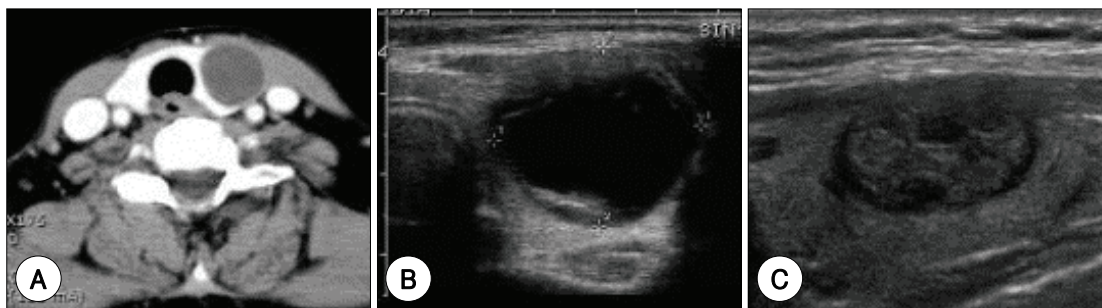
Case 26. A : Initial neck CT scan shows a cyst at the left thyroid gland. B : Initial neck sonogram shows a thyroid cyst. C : Follow-up sonogram 1 month after first sclerotherapy shows marked response.
